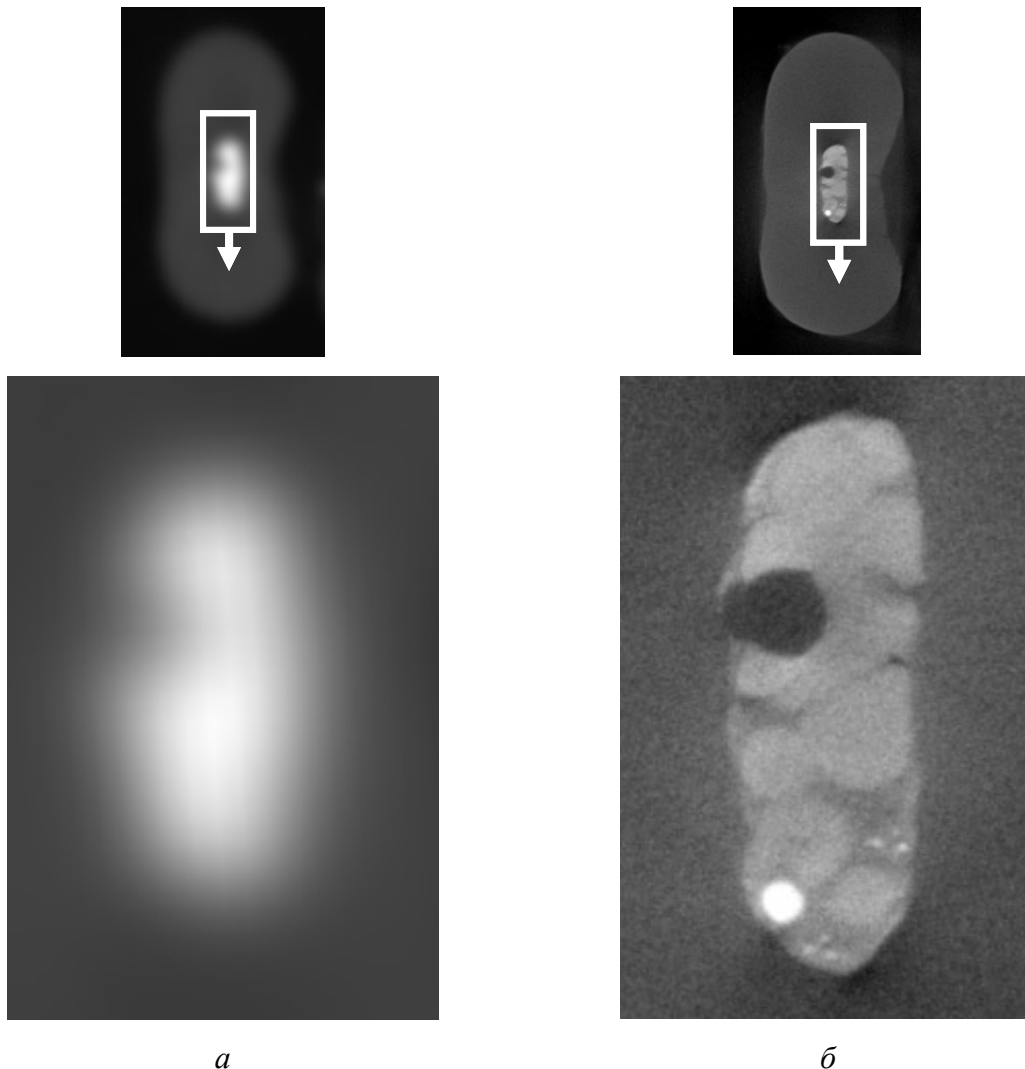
Фрагменты изображений средней части корня зуба с обломком металлического инструмента в корневом канале, пролеченном методом латеральной конденсации холодной гуттаперчи с цинкоксидаэвгенольным силером, в аксиальной плоскости: *а* – КЛК-томограмма. Структура содержимого корневого канала однородная, с размытыми очертаниями; *б* – микроКЛК-томограмма. Гуттаперчевые штифты, силер и металлический объект в корневом канале
